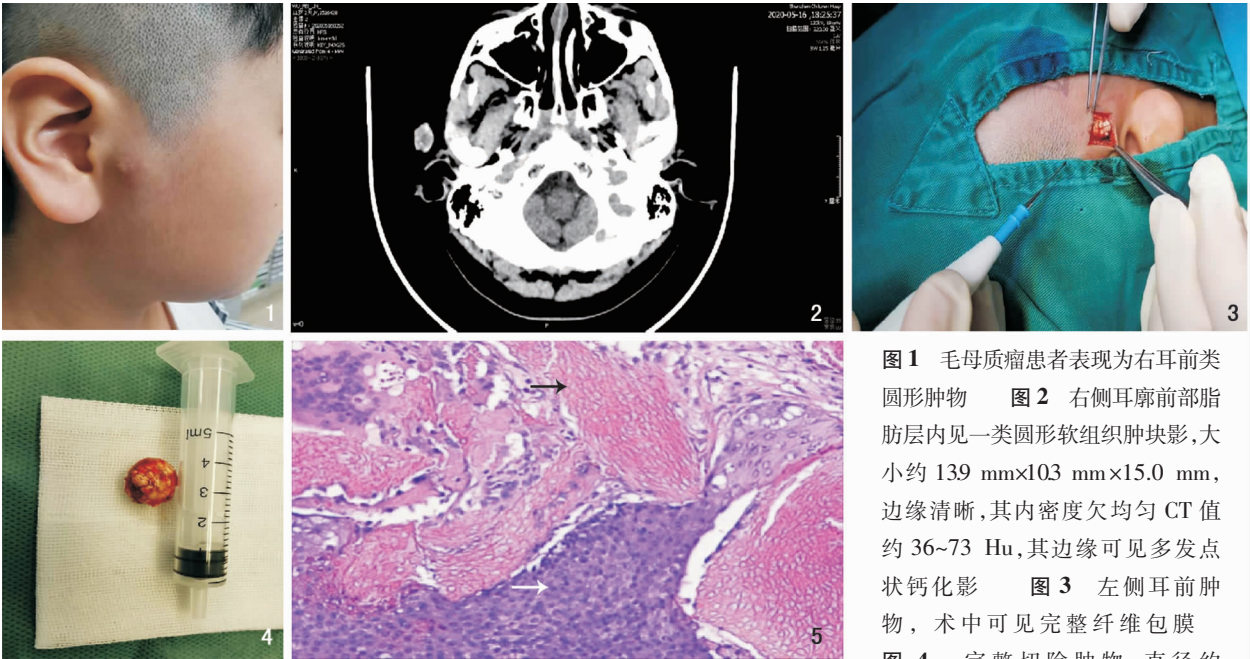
毛母质瘤患者表现为右耳前类圆形肿物 图 2 右侧耳廓前部脂肪层内见一类圆形软组织肿块影,大小约 139 mm×103 mm×15.0 mm,边缘清晰,其内密度欠均匀 CT 值约 36~73 Hu,其边缘可见多发点状钙化影 图 3 左侧耳前肿物,术中可见完整纤维包膜 图 4 完整切除肿物,直径约
